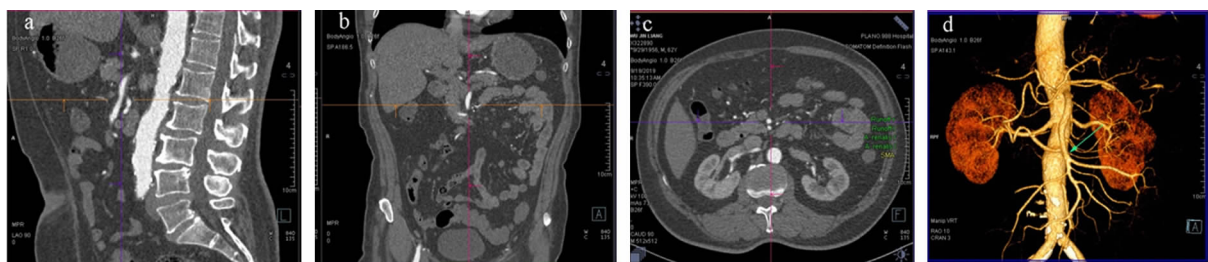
3个月复查双源64排CT血管成像显示肠系膜上动脉无血栓,血流通畅
